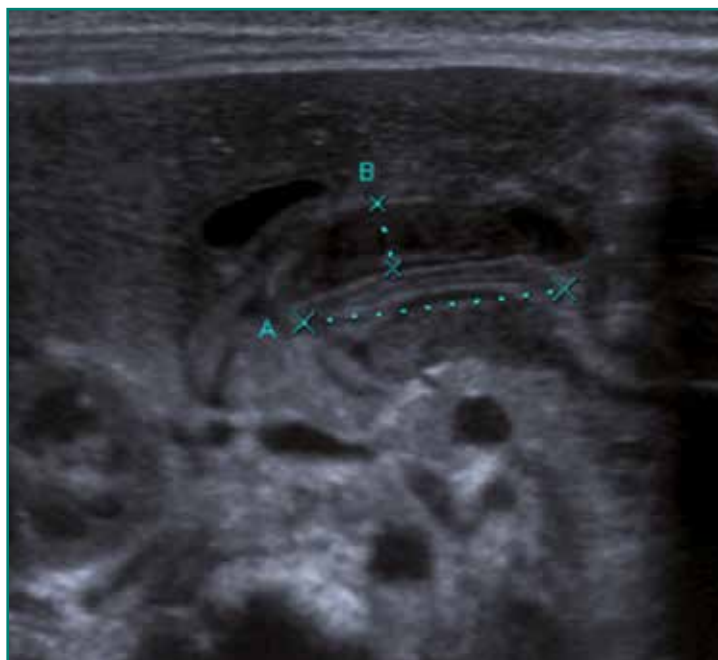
Píloro alargado y engrosado en ecografía abdominal.
